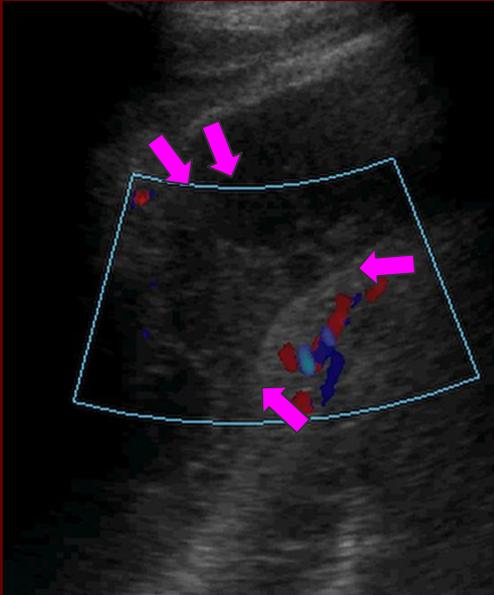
Empiema pulmonar, avascular ante el examen Doppler color. (flechas rosas).
